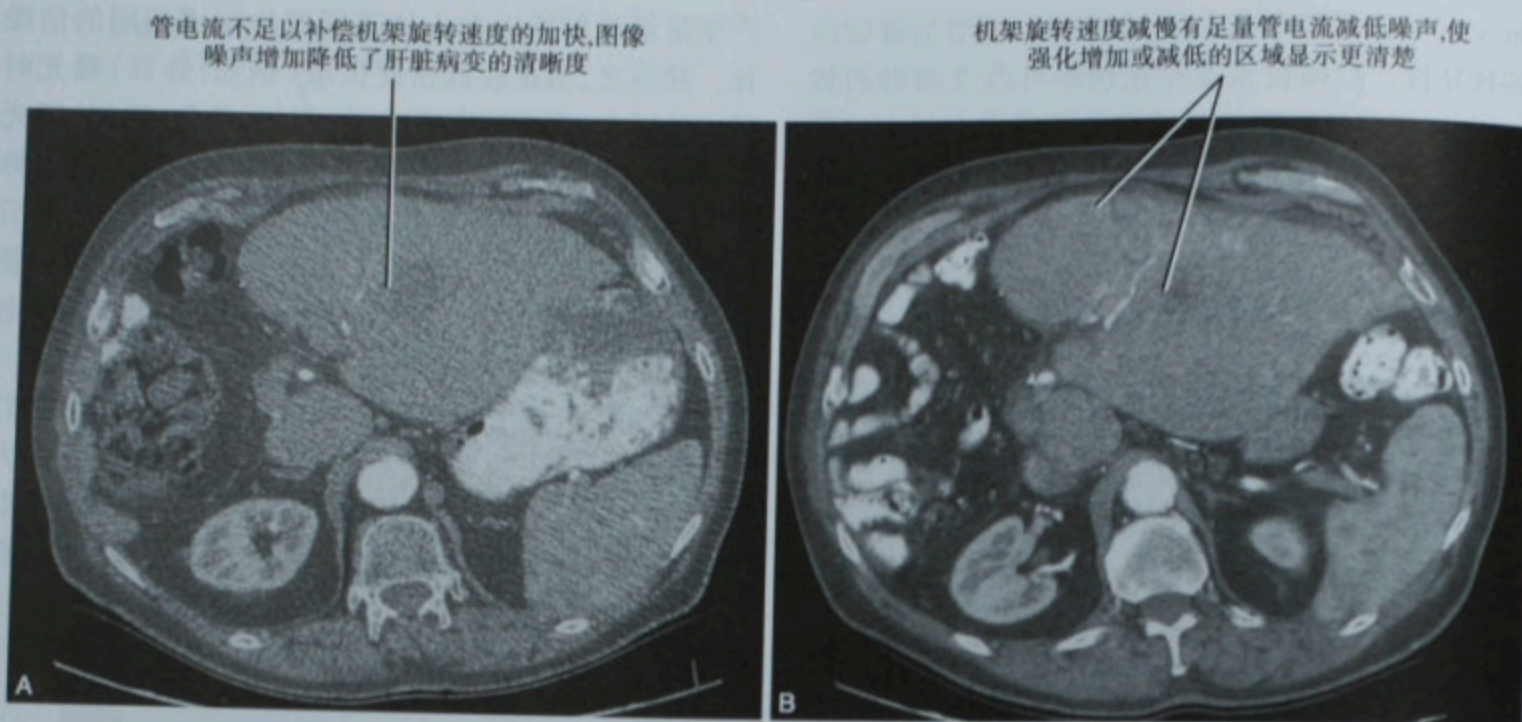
结肠癌肝转移的肝脏增强 CT 横断面图像,使用自动管电流调节,机架旋转速度分别为 0.5 秒(A)和 0.8 秒(B)。因为噪声指数是固定的,预期图像质量应该相似。但是管电流不能增加到足以补偿机架旋转速度的加快,所以 A 图的诊断信息受限
